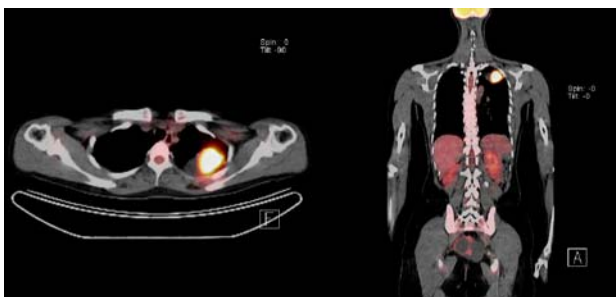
PET CT scan show hypermetabolism at lung mass of the left upper lobe(maxSUV=15.4).
